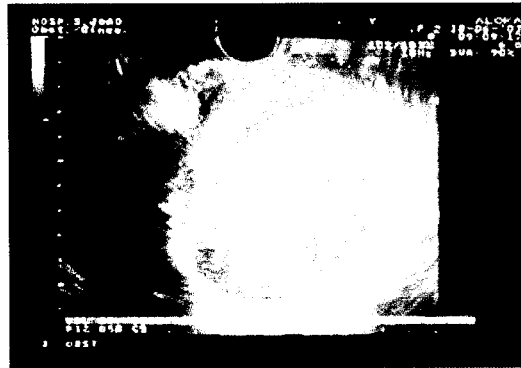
Ultrasonografia transvaginal de um endometrioma. Realce para o conteúdo do cisto caracterizado por ecos internos difusos de baixa intensidade.
